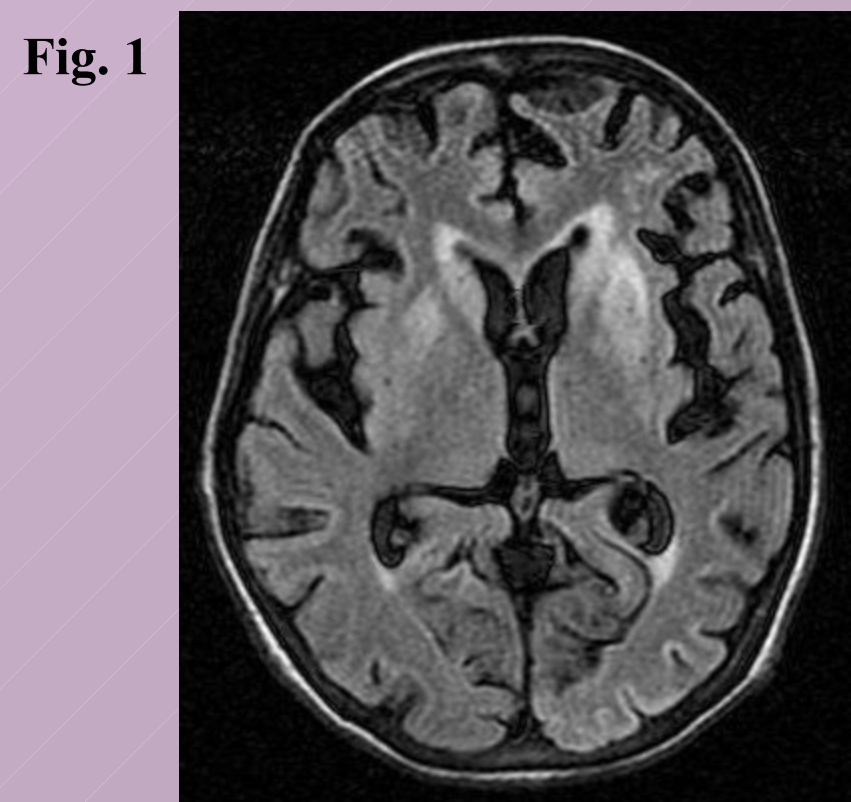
FLAIR assiale Fig.2 DWI assiale: documentano l'interessamento degli striati e della corteccia, prevalentemente in sede occipitale sinistra
